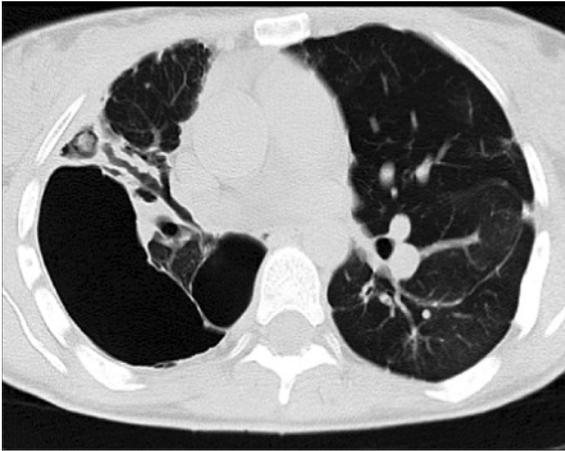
Tomografia computadorizada de tórax, corte transversal. Múltiplas bolhas de enfisema bilateralmente, diversas áreas de bronquiectasias cilíndricas e de tração bilaterais, e área de cavitação com conteúdo denso em seu interior, sem nível hidroaéreo.
